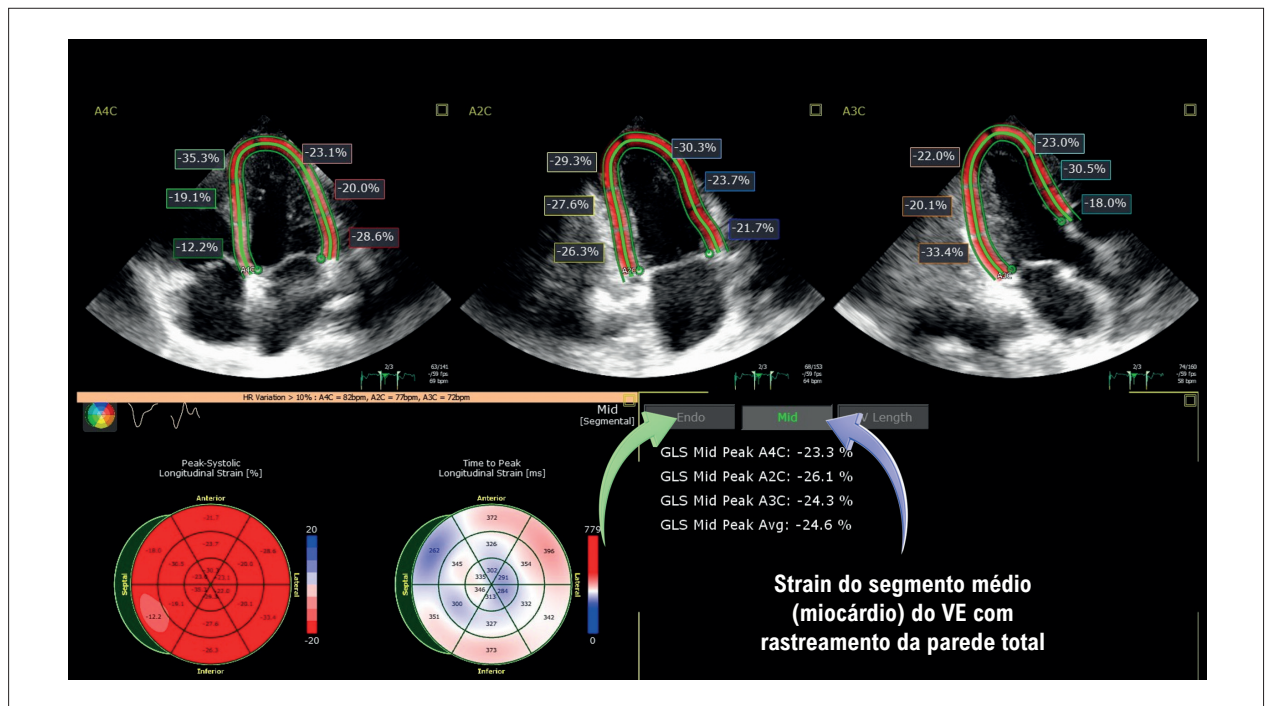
Avaliação recomendada pela ASE e pela EACVI¹ em relação ao segmento de rastreamento do miocárdio na análise do SGL do VE, assim como a descrição do valor final (seta azul). Nota-se ainda que, apesar da recomendação de utilizar o segmento médio do VE, os softwares de ecocardiografia ainda mantêm a possibilidade de estudo dos demais segmentos, como, neste caso, o segmento endocárdico (seta verde). VE: ventrículo esquerdo.
